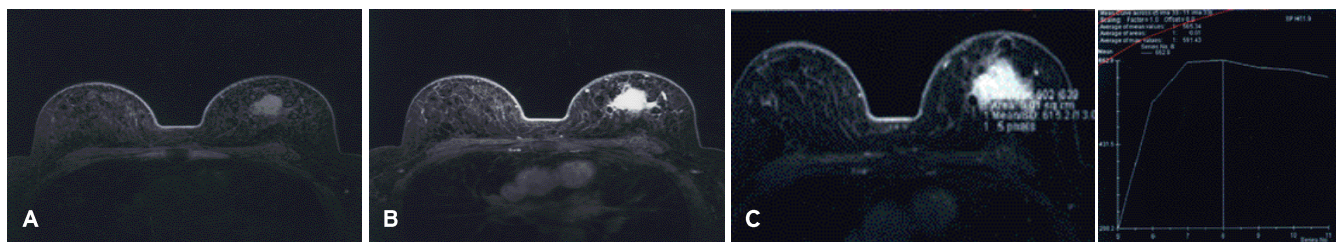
MRI finding Unenhanced sagittal T2-weighted turbo spin-echo MR image with fat suppression. Multiple round nodules with rim magnetic susceptibility artifact shows intermediate signal intensity in right (A) and left (B) breast. (C) Enhanced FLASH 3D fat suppressed T1-weighted image reveals enhancing left breast mass, which shows plateau pattern kinetic curve on dynamic study.
